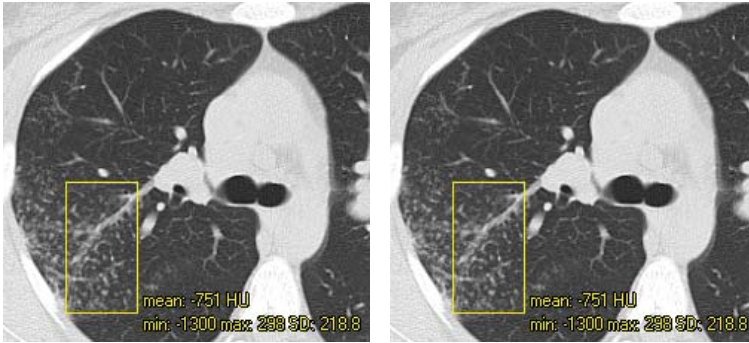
КТ хворої саркоїдозом II стадії: зліва — до лікування, праворуч — після тримісячної терапії метилпреднізолоном. Зменшення прикореневої лімфаденопатії і вузликів дисемінації в легенях; щільність паренхіми в виділеній ділянці до лікування — (-751) НУ, після лікування — (-814) НУ.
